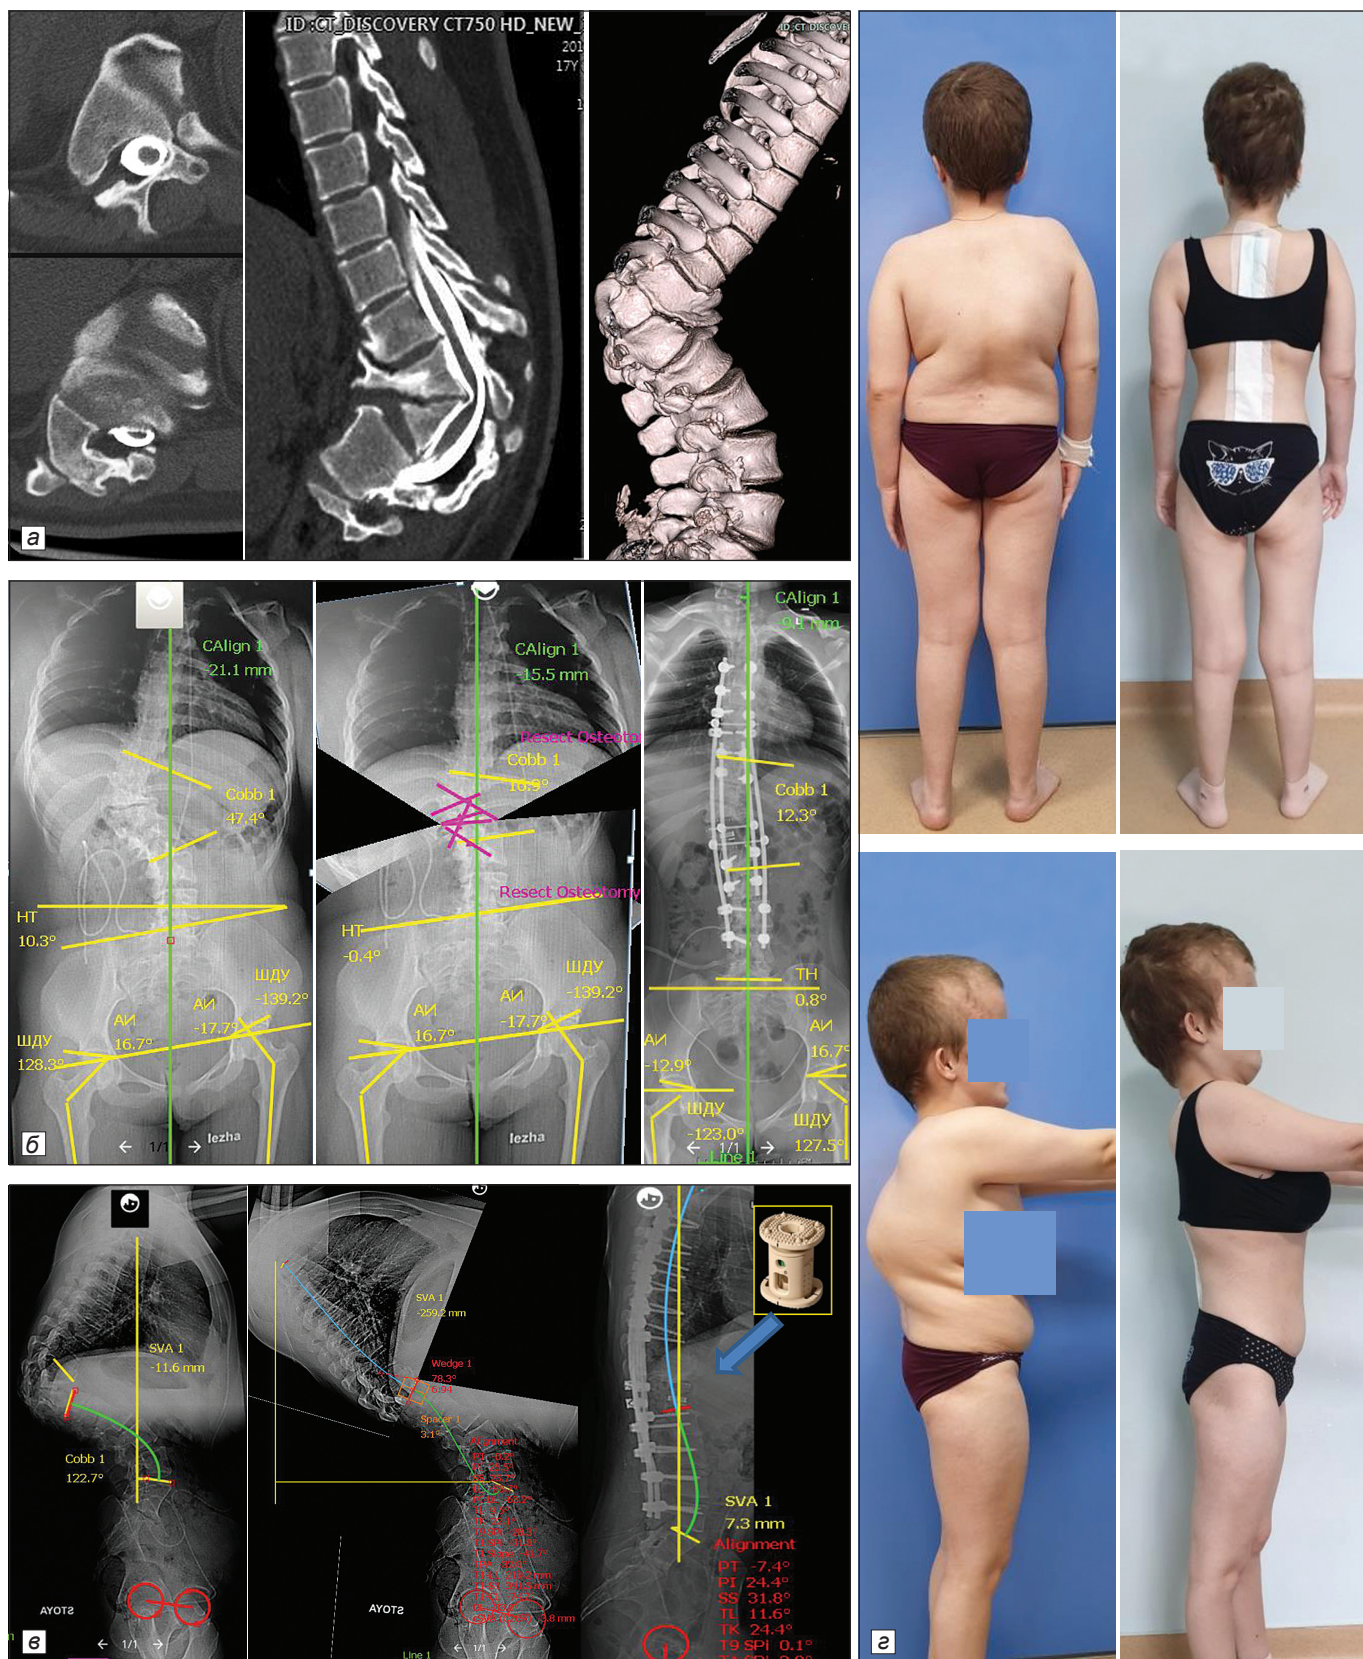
Пациентка, 17 лет, с врождённой кифосколиотической деформацией. Предоперационное планирование коррекции баланса туловища с помощью компьютерной программы Surgimap v. 2.3.1.5. Результат лечения путем выполнения остеотомии G6 по Schwab: а – данные миелографии с КТ (отмечается компрессия дурального мешка на вершине деформации с передне-задним размером до 2,5 мм); б – рентгенограммы в прямой проекции с симуляцией остеотомии в режиме компьютерного моделирования; в – рентгенограммы в боковой проекции и внешний вид сбоку до и после оперативного лечения с симуляцией остеотомии в режиме компьютерного моделирования; г – внешний вид пациентки до и после оперативного вмешательства.
